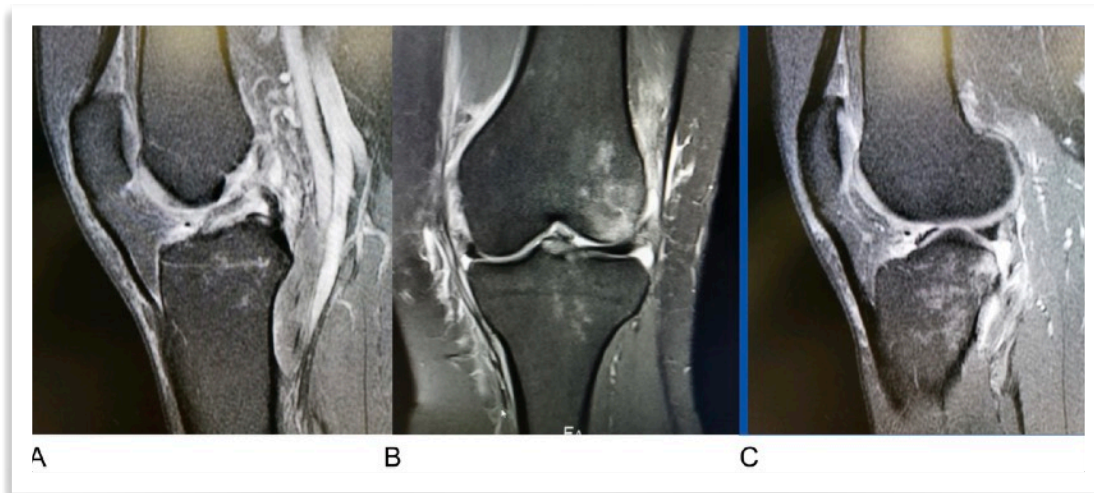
Imagen de RM con rotura aguda del LCA. A. Lesión del LCA con horizontalización de las fibras proximales. B.- Edema en el cóndilo lateral, lesión asociada del ligamento colateral medial. C. Subluxación anterior de la tibia y edema óseo del platillo lateral.
